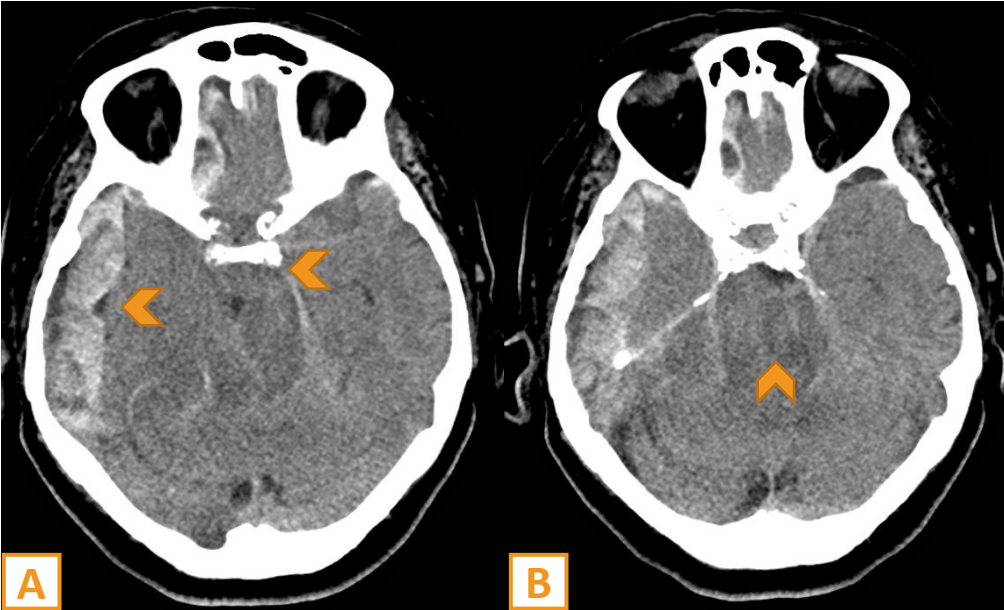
Paciente del caso anterior. En la TC se identifica un hematoma subdural hemisférico derecho que condiciona marcado efecto de masa, asociado a desplazamiento inferomedial del uncus con compresión y elongación del mesencéfalo, así como obliteración de las cisternas perimesencefálicas, hallazgos sugestivos de herniación uncal.
